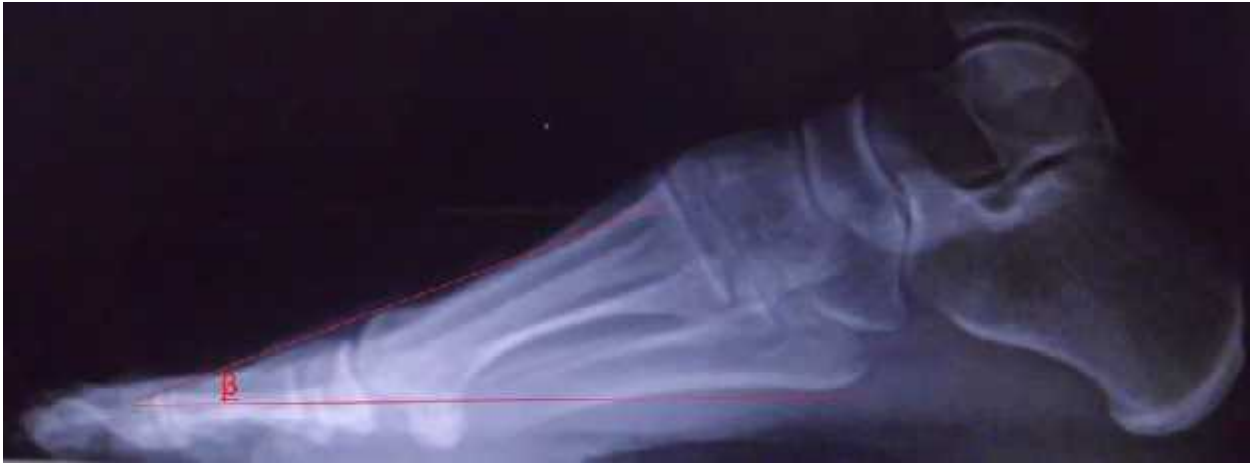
Radiografski prikaz kongruentnosti MTF zgloba palca levog stopala
